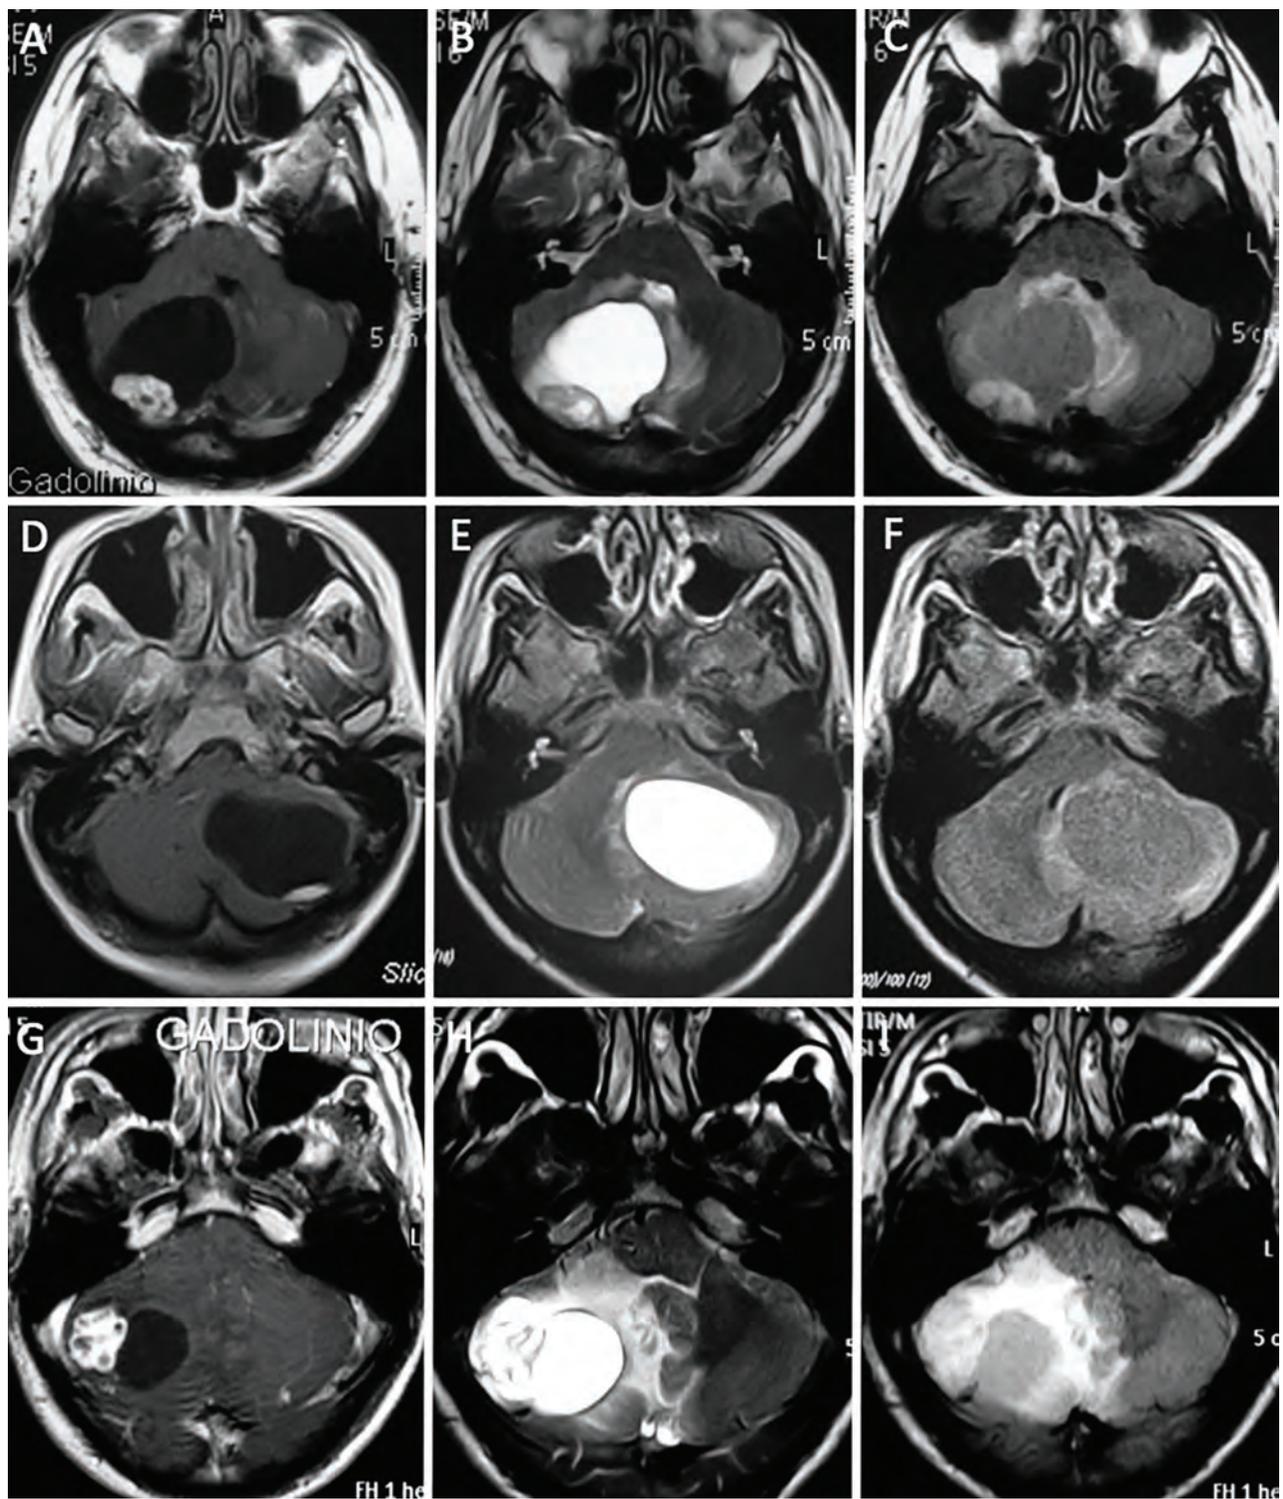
Hemangioblastomas quísticos con nódulo, donde se puede observar que el contenido quístico, en RM, es hipointenso en T1, hiperintenso en T2, e isointenso en Flair. A, D y G, T1 con gadolinio. B, E y H, T2. C, F e I, Flair.
